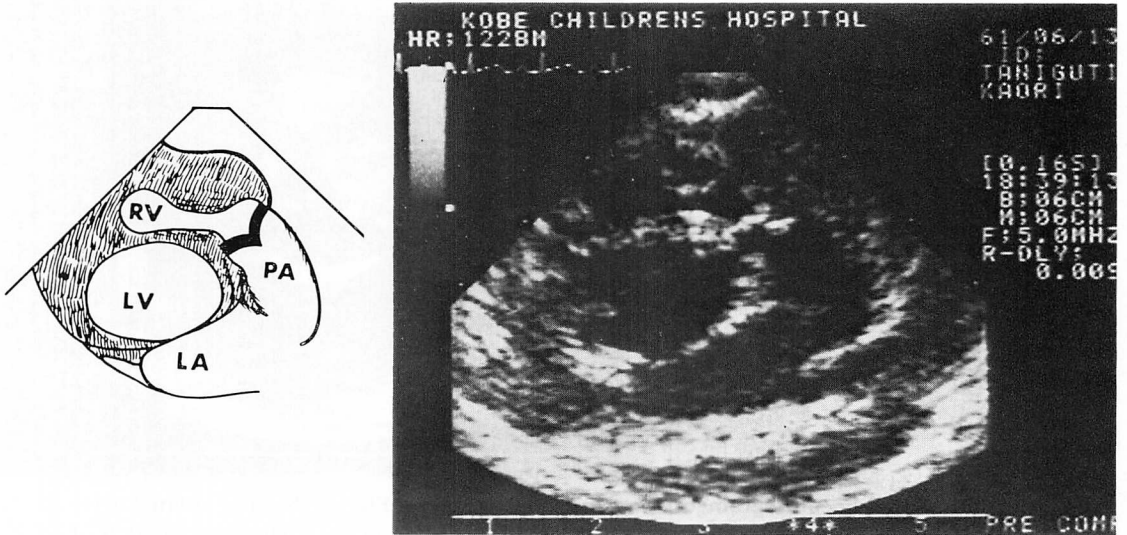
2-D echocardiogram of a patient with pulmonary atresia with intact ventricular septum (PPA) demonstrating hypoplastic right ventricle and thick pulmonary valve which does not open during systole.
